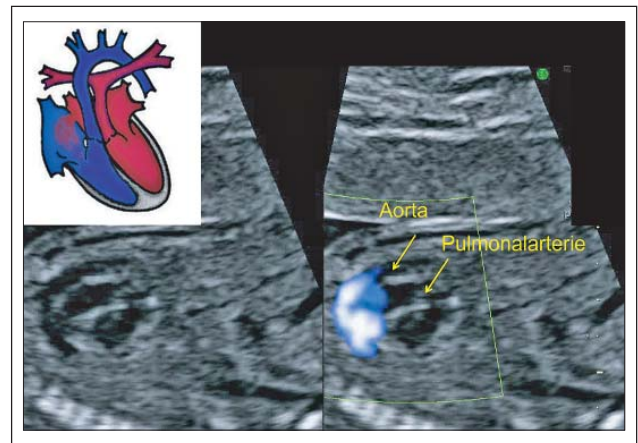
Fetale Echokardiographie der 18. SSW: Darstellung des parallelen Ursprungs der großen Arterien. Transposition der großen Gefäße (TGA), sagittaler Schnitt. Die Aorta entspringt aus dem anterior gelegenen rechten Ventrikel, die Pulmonalarterie aus dem posterior gelegenen linken Ventrikel.
